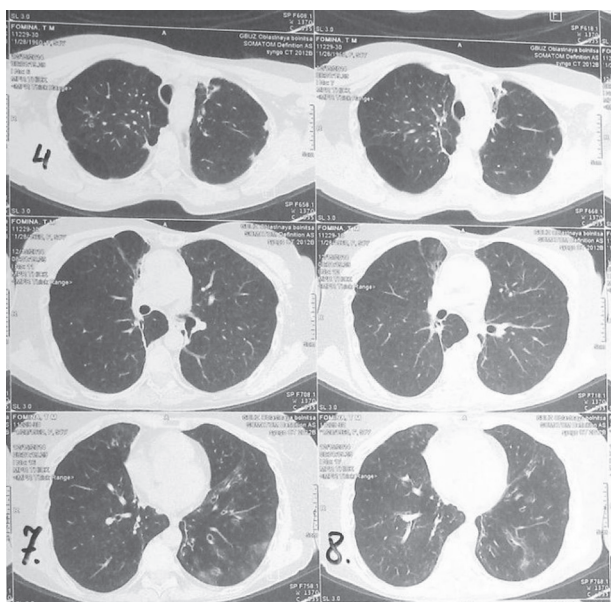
МС КТ больной Ф.Т.М от 15.12.2014 г. Описание в тексте.
